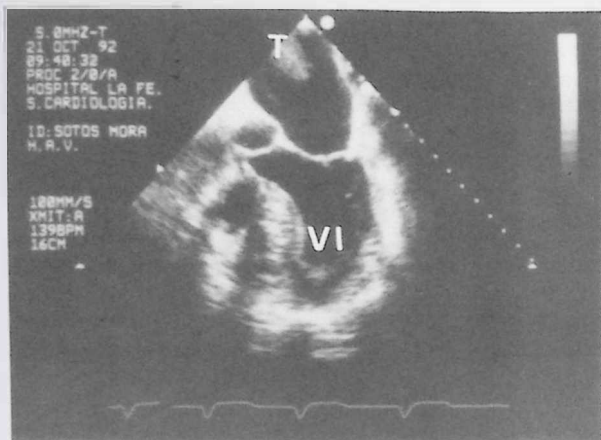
Ecografía transesofágica, plano a nivel del ventrículo izquierdo (VI) válvula aórtica y mitral y aurícula izquierda con imagen de trombo (T) en su interior. Puede observarse el engrosamiento del tabique interventricular.
